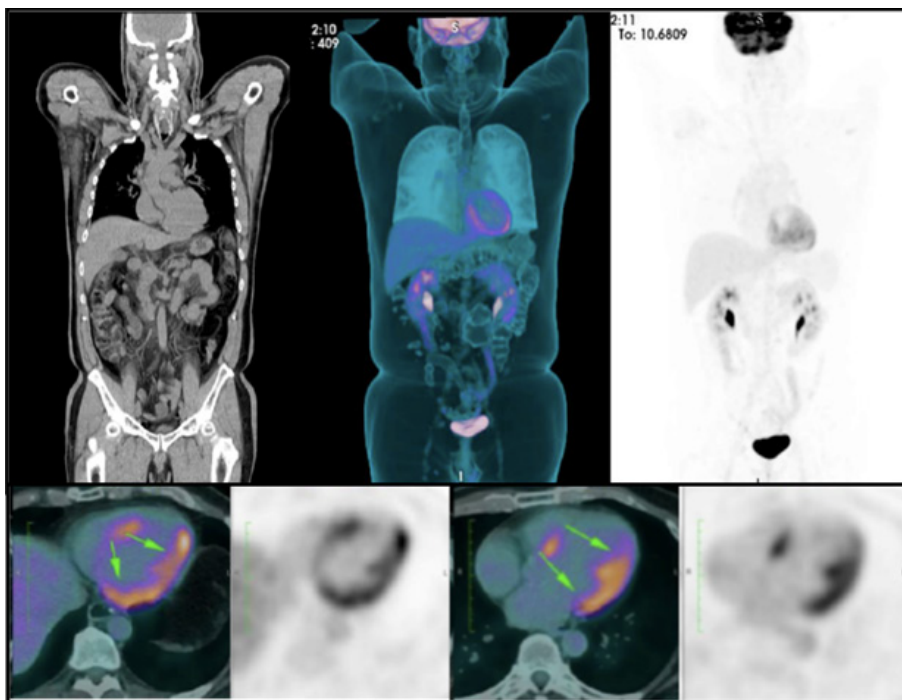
¹⁸F-FDG-PET/CT demonstrando aumento heterogêneo da captação do radiotraçador nas paredes do ventrículo esquerdo, envolvendo a região do septo interventricular e com destaque na parede lateral. FDG: fluordesoxiglicose; PET/CT: tomografia por emissão de pósitrons/tomografia computadorizada.
